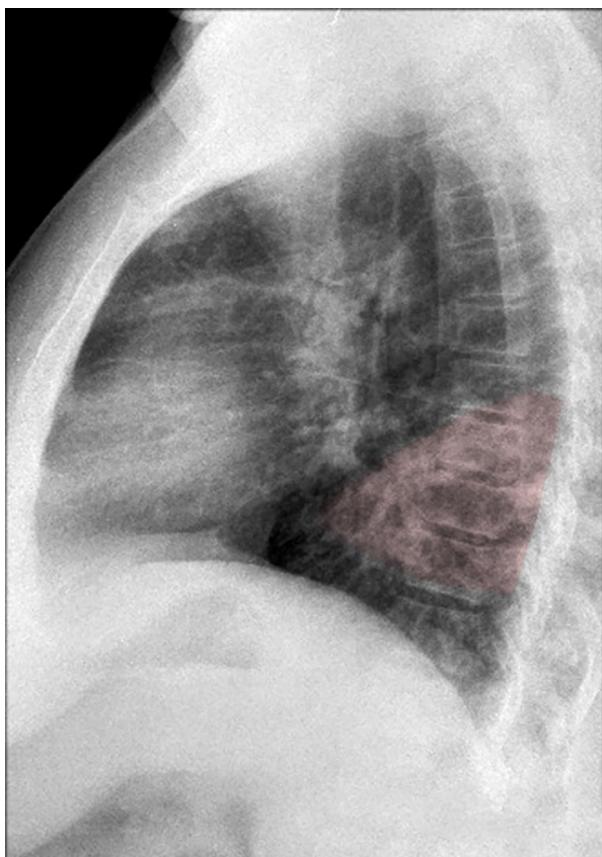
Radiografia simples do tórax em perfil direito.
